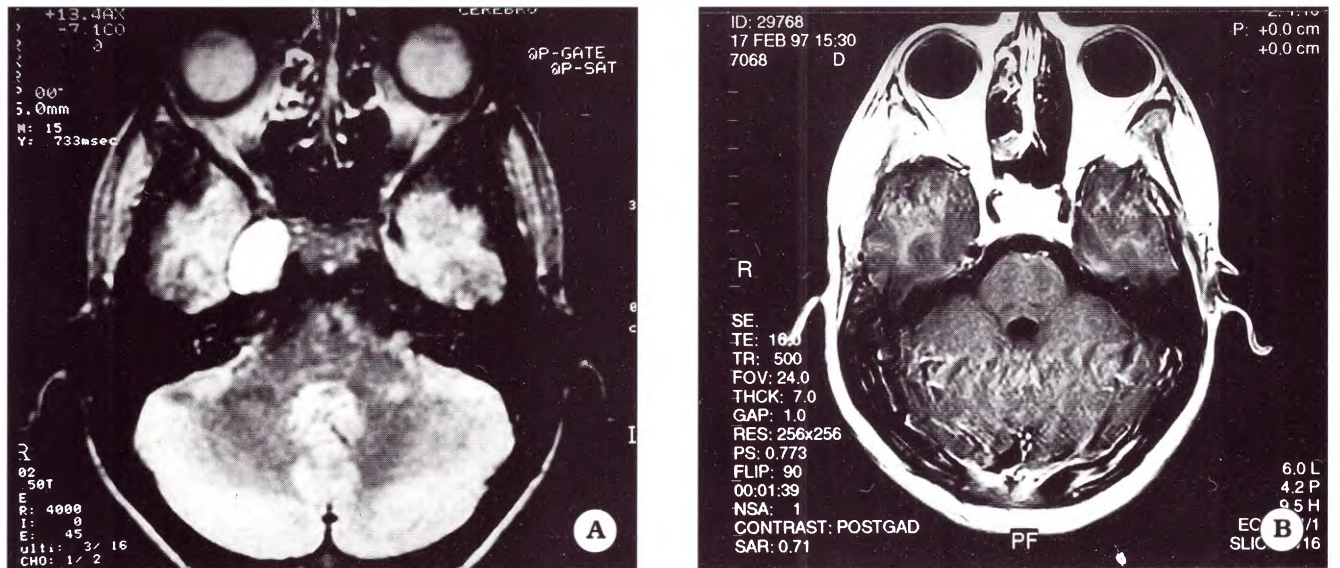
Paciente sexo masculino de 15 años de edad. IRM: secuencia T1- cortes sagitales. A. Preoperatoriamente se visualiza una tumoración extraaxial en el piso de la fosa media. B. IRM postoperatoria sin restos tumorales.
